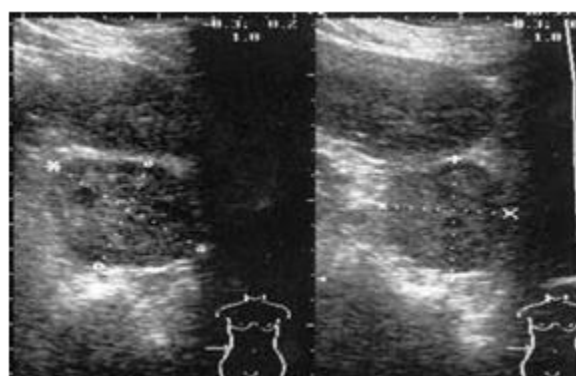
УЗИ картина увеличенных надпочечников, у больного с артериальной гипертензией.
